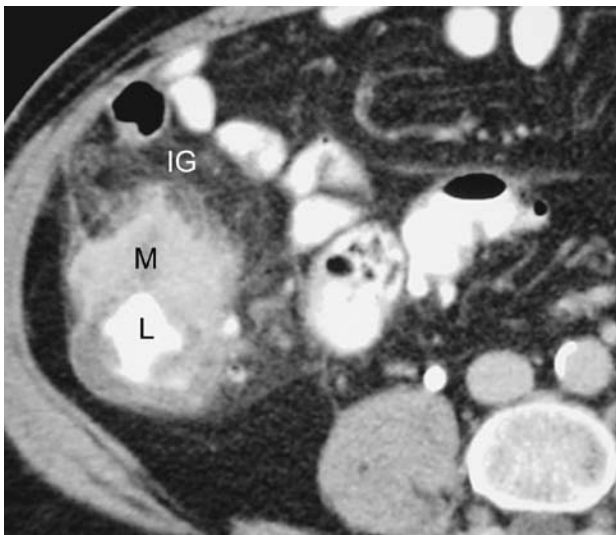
c, TC: Se muestra la infiltración de la grasa (IG) pericecal vecino a la masa (M) y el lumen (L) con contraste oral.
